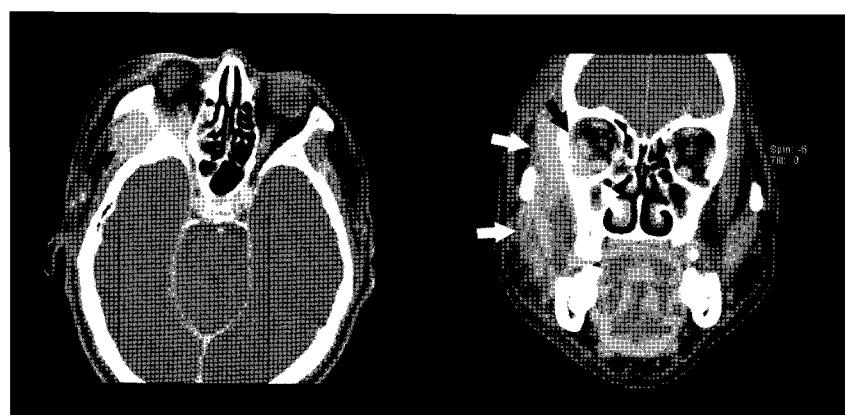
CT scans show the breakdown of orbital portion of zygomatic bone and orbital subperiosteal abscess extended from the buccal cheek, masticatory and masseteric space, and temporal fossa.
